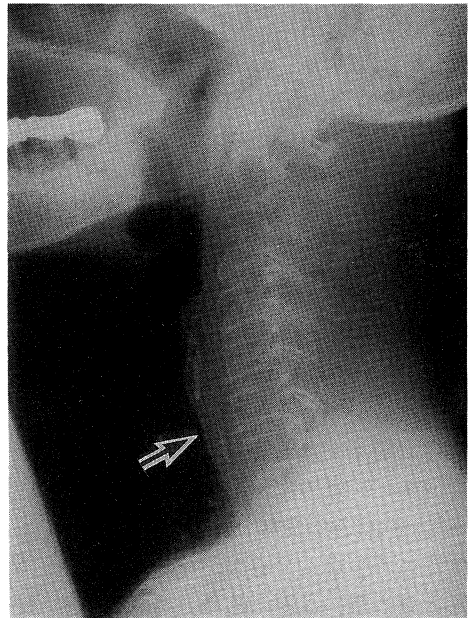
This case was a 79 year-old woman in whom fish bone was seen in the cervical esophagus on the lateral view of the cervical portion of a plain X-ray film. (arrow)
